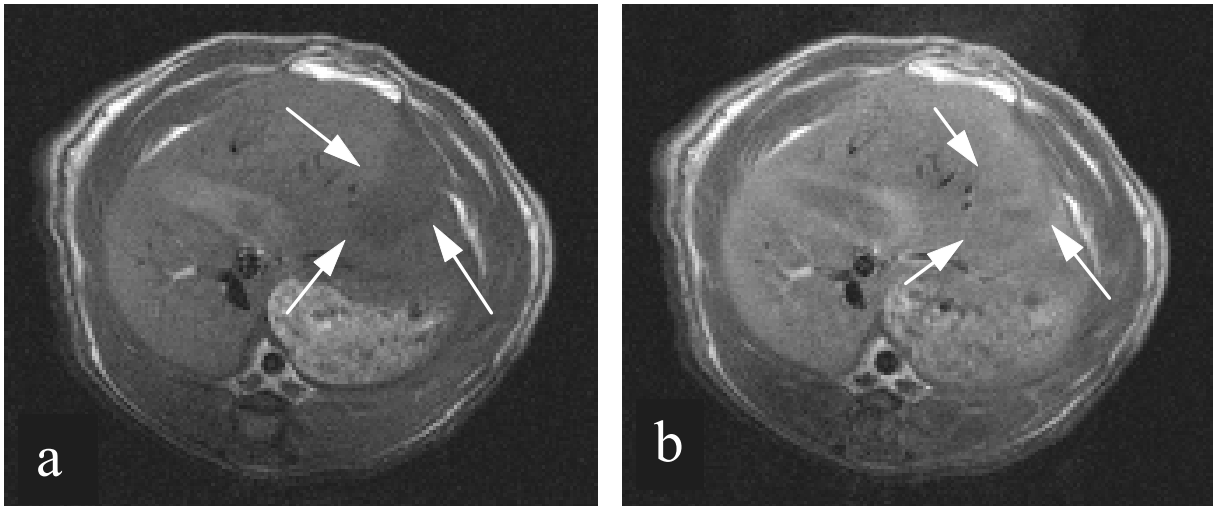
T1-gewichtete MRT-Aufnahmen (SE 400/15) vor (a) und 15 min nach (b) Applikation von Gd-DTPA (250 $\mu\text{mol/kg}$) (Gruppe 8): Sowohl vor als auch nach Applikation von Kontrastmittel sind Leber und Läsion kaum voneinander abgrenzbar. Das Kontrastmittel verteilt sich homogen in beiden Kompartimenten (isointense Darstellung, $k(\text{Tu/Le}) = 1,07$).
